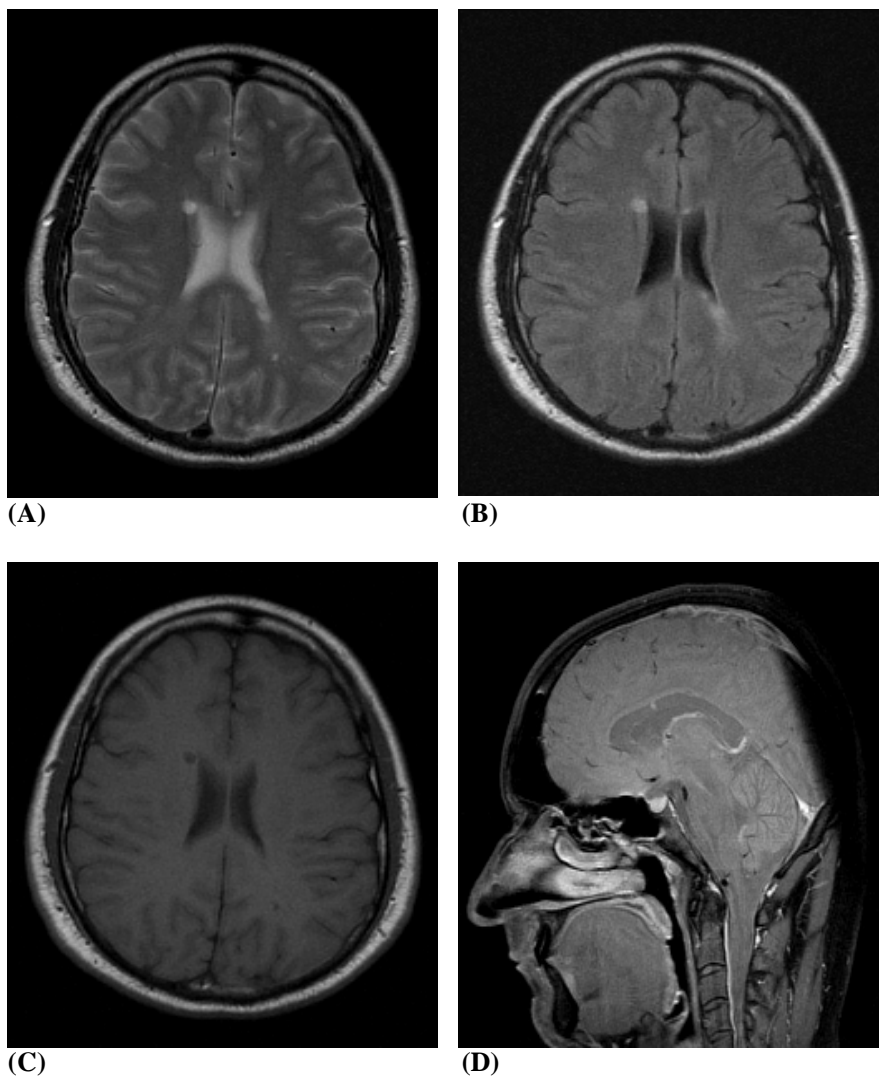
MRT-Befunde eines 32-jährigen Patienten mit CIS (EDSS 0). Zum Zeitpunkt der ersten klinischen Manifestation zeigen die (A) T2- und (B) FLAIR-gewichteten Aufnahmen typische ovale Läsionen im periventrikulären Marklager die in der (C) T1-gewichteten Aufnahme als „Black Holes“ imponieren. In der (D) sagittalen PD-Wichtung ist eine MS-typische Läsion im Balken zu erkennen.
